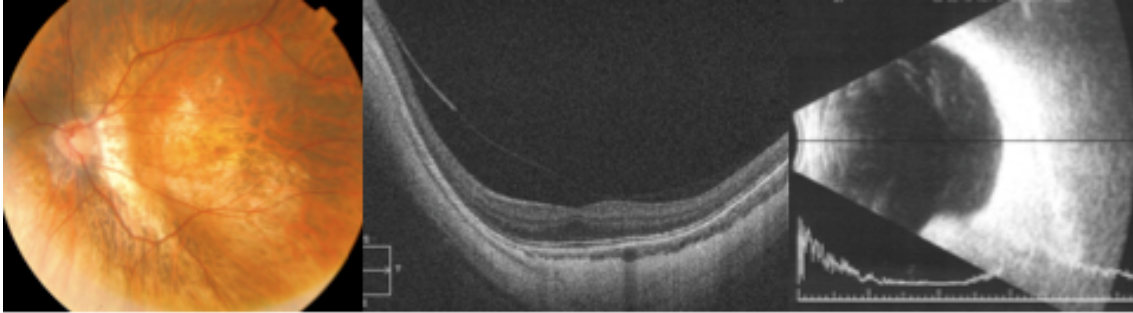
Retinografía, tomografía y ecografía en paciente de 50 años con estafiloma posterior.
